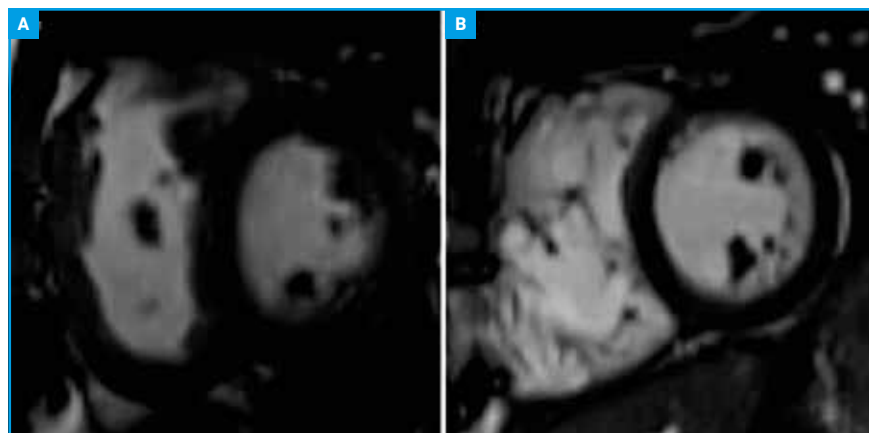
Hypertension artérielle pulmonaire. Coupe ciné-IRM SSFP petit axe visualisant (A) une hypertrophie ventriculaire droite sans altération de la fonction VD ; (B) une dilatation du VD avec amincissement de la paroi VD et altération de la FE VD.
